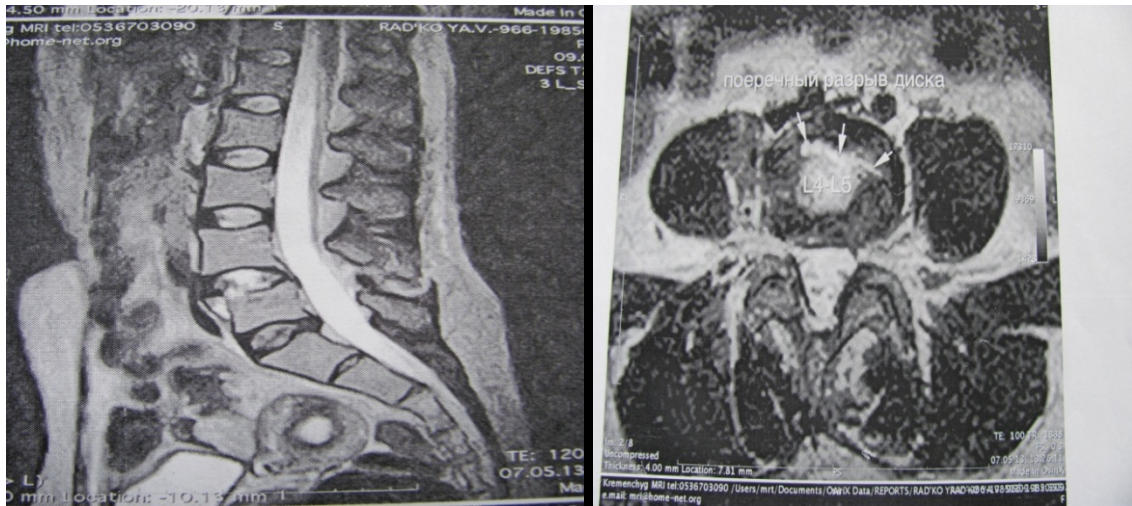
МРТ-зображення компресійного перелому L5 хребця по AO/ASIF B1.2 з травматичним спондилолітезом L4–L5.
